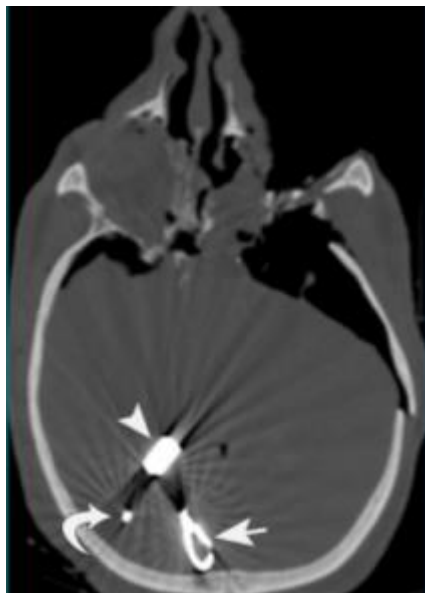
Herida mortal por arma de fuego desde la órbita a la cabeza. La imagen de TC transversal muestra tres fragmentos metálicos distintos en el parénquima cerebral y un fragmento del núcleo de plomo (flecha curvada). Hay múltiples fracturas en el cráneo, neumoencéfalo y destrucción de la órbita izquierda¹⁰.
